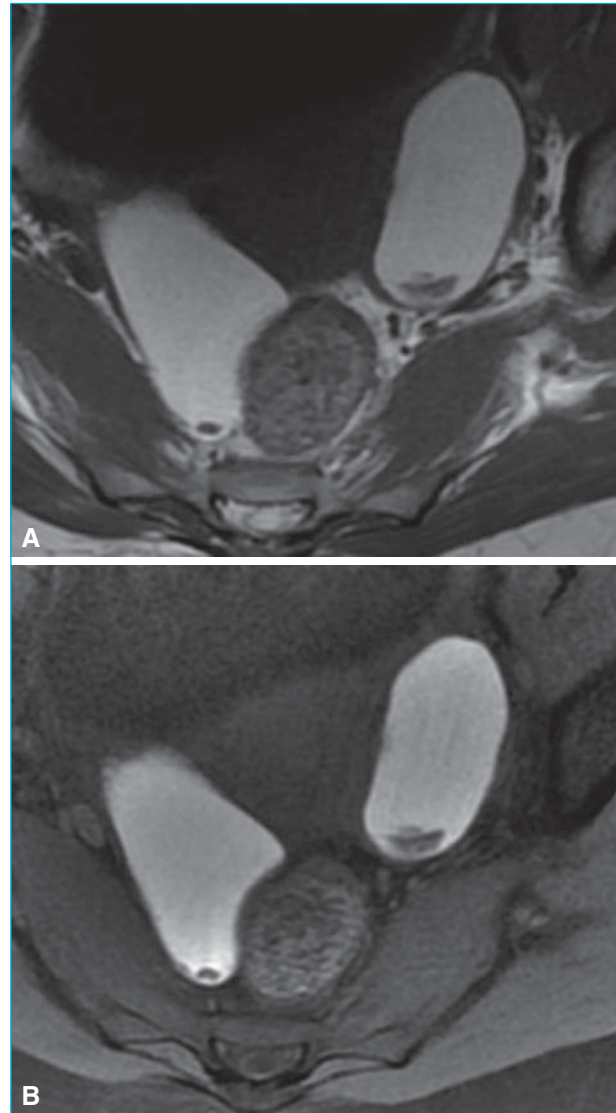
A) Coupe IRM transversale en pondération T1 sans suppression de graisse décelant un hypersignal T1 égal au signal de la graisse sous-cutanée évocateur d'endométriomes ; B) même niveau de coupe que précédemment mais séquence effectuée en pondération T1 avec suppression de graisse : persistance des hypersignaux ovariens confirmant l'origine endométriosique. Noter la présence bilatérale de caillots déclives intrakystiques.
